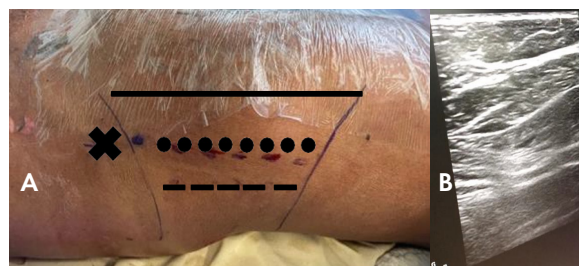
A) Injeção de TBA guiada por ultrassonografia, com visão da parede abdominal lateral esquerda, demonstrando os pontos de referência para os locais de injeção. Crista ilíaca anterior superior (cruz negra), linha semilunar (linha preta), linha axilar anterior (linha pontilhada), linha axilar média (linha tracejada); B) imagem ultrassonográfica da parede abdominal
